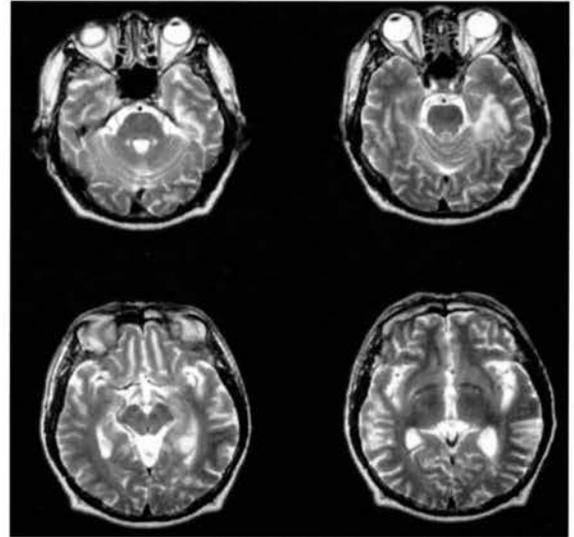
ふらつき、記憶障害を主訴として来院した左内頸動脈閉塞例。MRI、T2WIで右側頭葉内側の白質を中心として異常がみられた。
